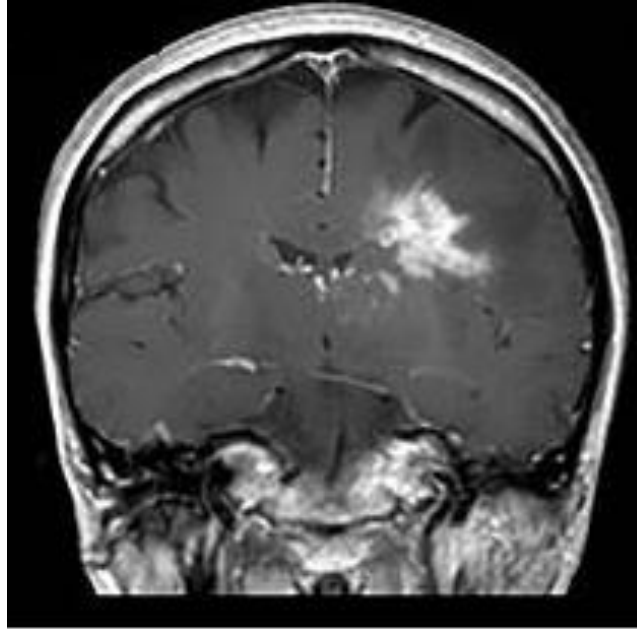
Lesión captante de gadolinio en RMN. Tomado de Okada K et al. 2018
